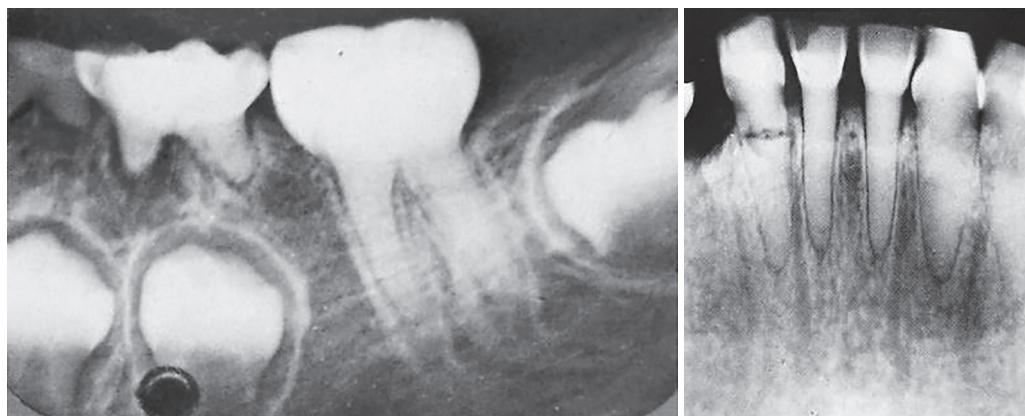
상아질 형성부전증 방사선 사진: 근관이 매우 협착되어 거의 폐쇄되어 있으며, 치근 파절도 보인다.
